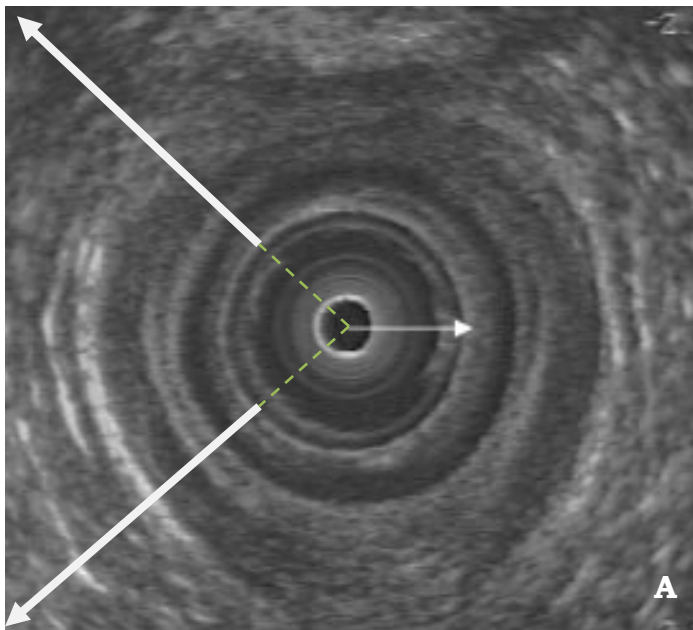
Échographie endoanale [9]
